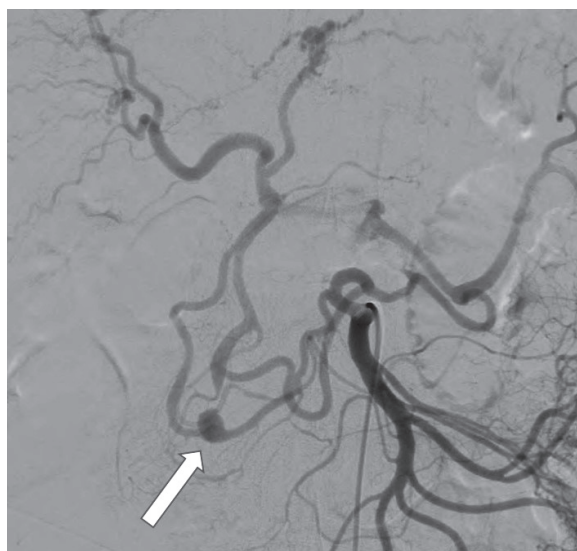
術前血管造影；上腸間膜動脈造影にて膵十二指腸アーケードの発達を認め、CT で認めた動脈瘤が描出された（矢印）。脾動脈は発達した横行脾動脈経路にて描出され、腹腔動脈は逆行性に描出された。
